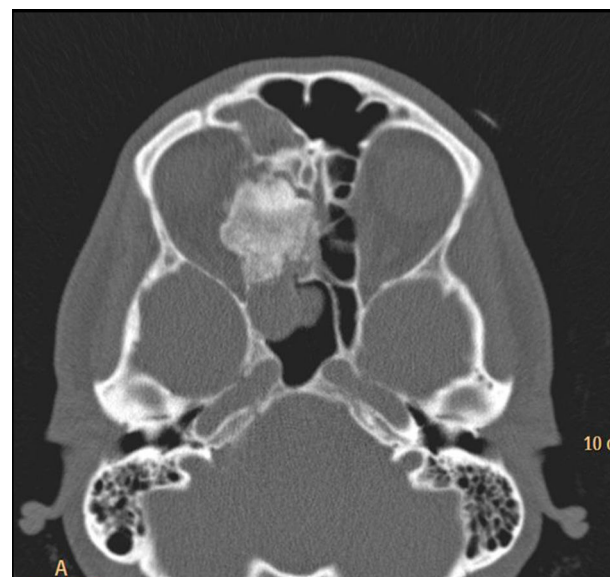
TC de senos paranasales, corte axial. Masa heterogéneamente densa de contornos polilobulados y cuyo núcleo central se sitúa en las celdas etmoidales derechas, invadiendo la órbita ipsilateral lo que provoca un desplazamiento lateral del músculo orbitario recto interno. Se objetiva también ocupación de seno frontal derecho por secreción mucosa en contexto de sinusopatía crónica, y del seno esfenoidal ipsilateral por una masa hipodensa con bordes lobulados sospechoso de pólipos a este nivel.
